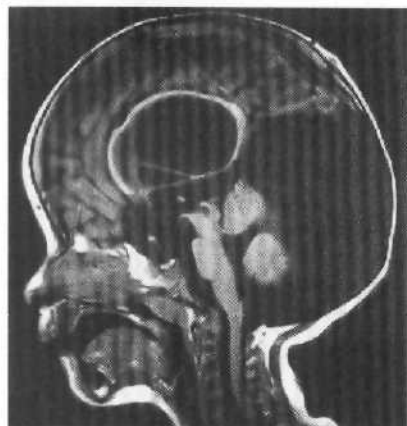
Мальформация Денди—Уокера у ребенка 3 мес. МРТ: гипоплазия ствола мозга, червя и полушарий мозжечка, ликворная киста занимает увеличенную в объеме заднюю черепную ямку, мозжечковый намет расположен высоко, III и боковые желудочки гидроцефальны.
